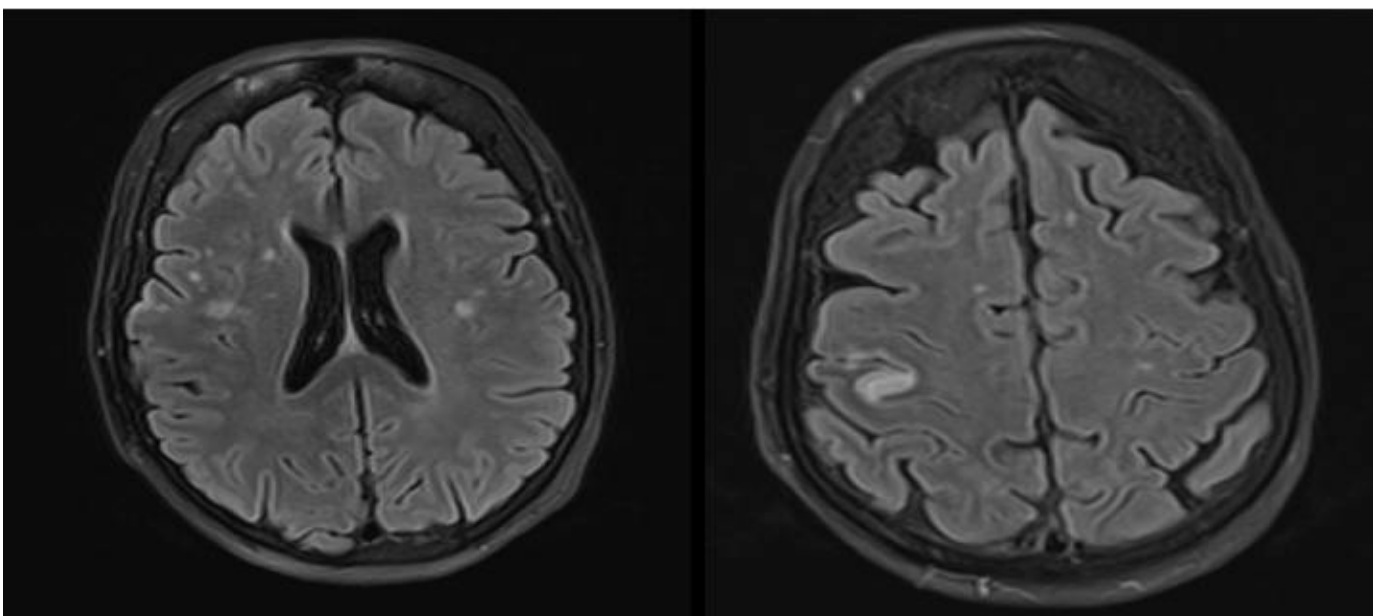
RMN cerebral: Lesions isquèmiques multiterritorials.
